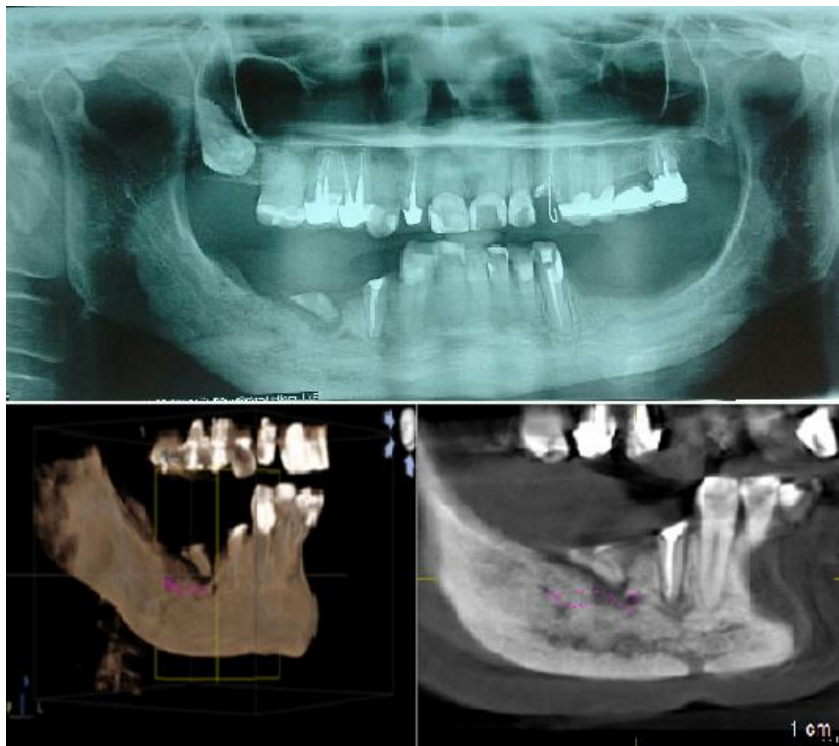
A figura mostra a radiografia panorâmica e a tomografia tiradas em setembro de 2016 evidenciando a recuperação de densidade óssea na região direita de mandíbula.
